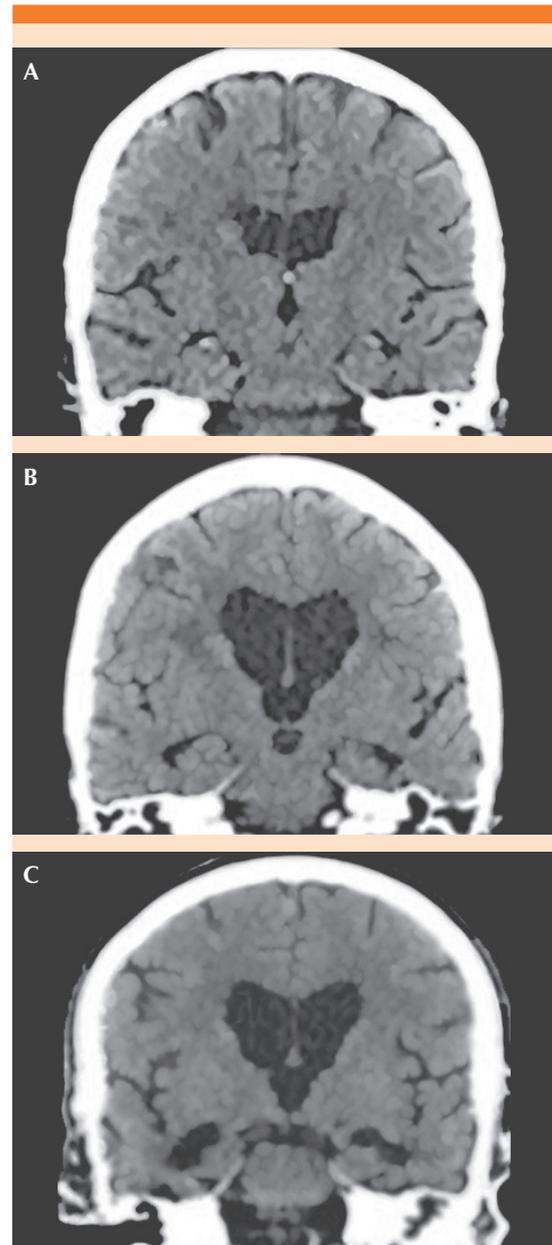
A. Tomografia computadorizada de crânio em corte coronal compatível com o envelhecimento normal. B. Tomografia computadorizada de crânio em corte coronal compatível com demência da doença de Alzheimer em fase inicial. C. Tomografia computadorizada de crânio em corte coronal compatível com demência da doença de Alzheimer em fase avançada. Adaptada de: Mortimer AM *et al.* Pract Neurol. 2013.⁸
